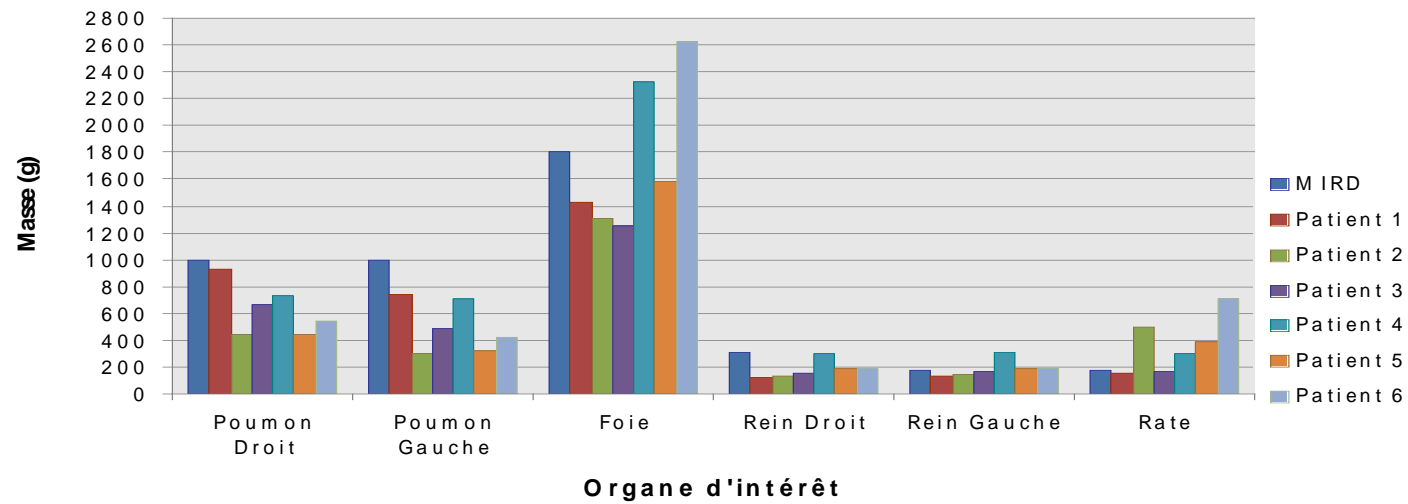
Répartition de la masse des organes (m_{TDM}) et comparaison avec la masse référence du MIRD
